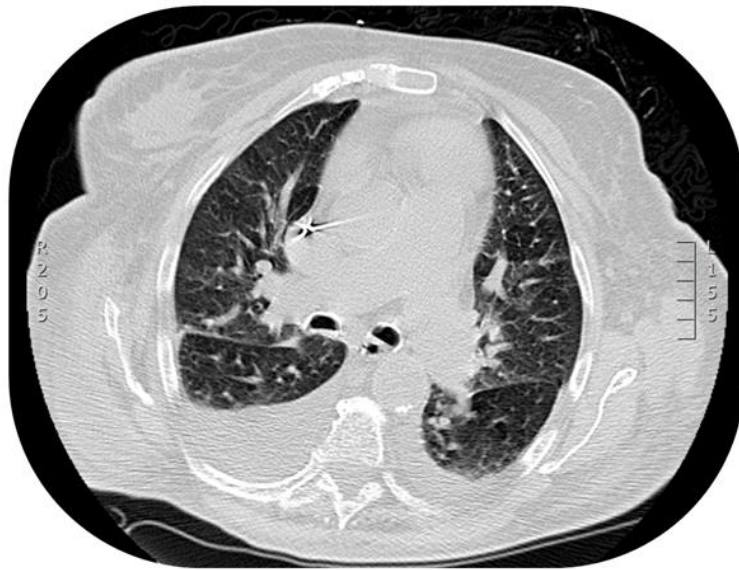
TC Torace di una paziente con Scompenso Cardiaco *End-Stage*
